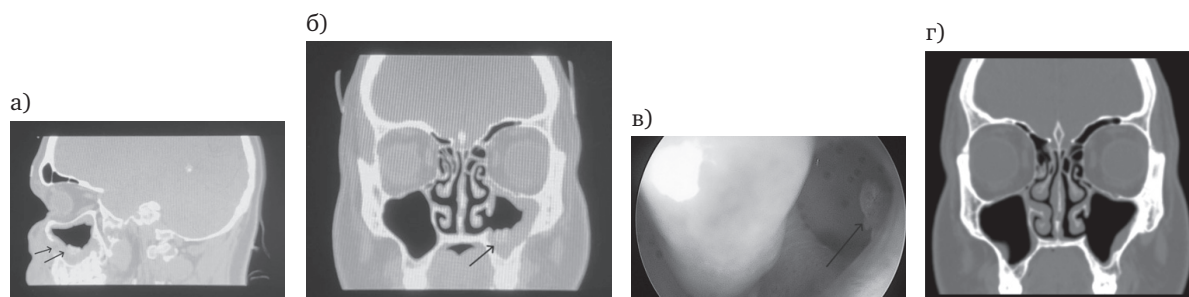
КТ придаточных пазух носа (а, б); эндоскопическая картина полости носа (в); контрольное КТ придаточных пазух носа после лечения междисциплинарным подходом (г)
